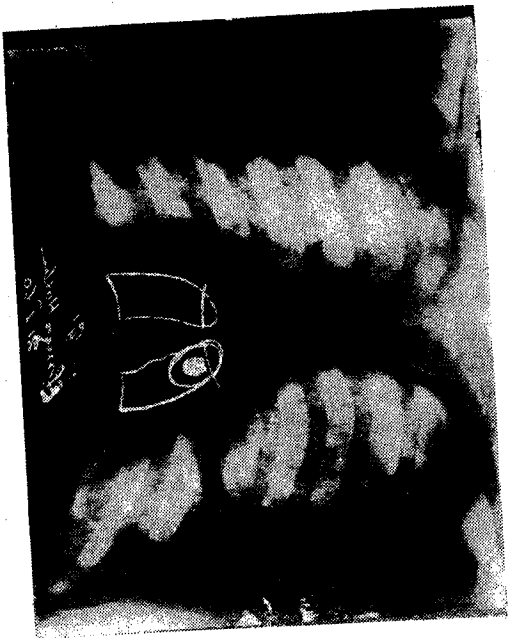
B — Radiografi e toraksit të të njëjtit të sëmurë pas 5 ditësh në pozicionin horizontal. Vihet re rëshqitja e membranës së palosur në mes të kavitetit.
